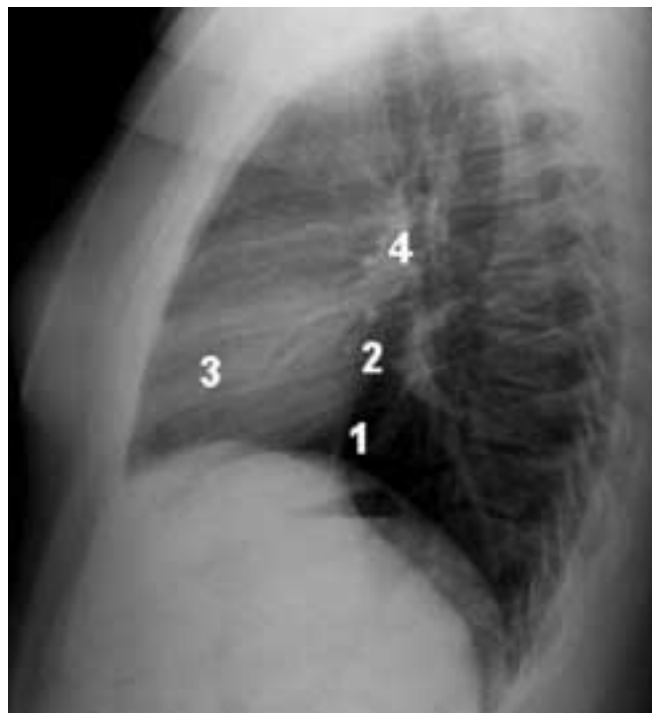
Radiografía normal lateral. 1: silueta del ventrículo izquierdo; 2: silueta de la aurícula izquierda; 3: ventrículo derecho; 4: arteria pulmonar derecha.
